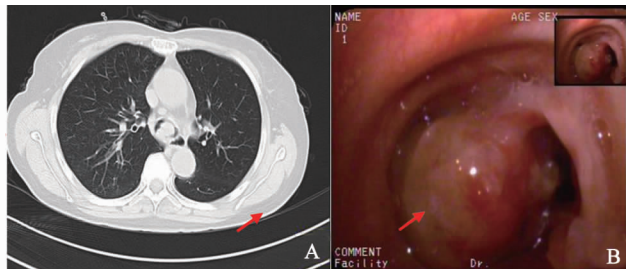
A. 胸部 CT 提示气管隆突部位占位性病变, B. 纤维支气管镜下可见隆突部位新生物, 双侧主支气管明显狭窄
